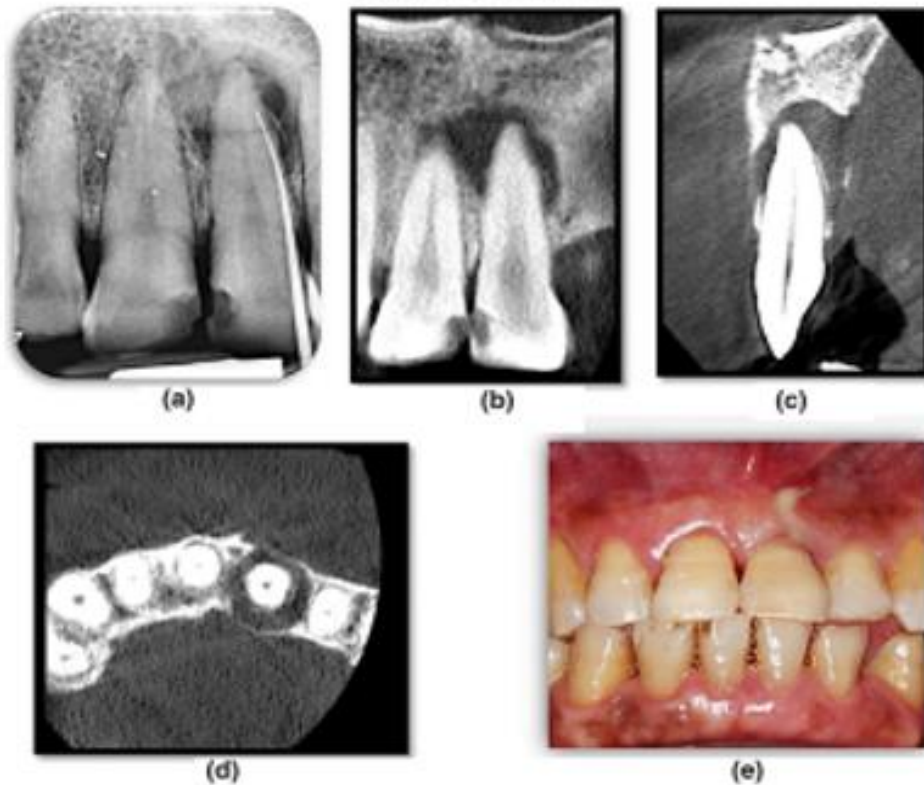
En la imagen (a) se observa una radiografía que muestra afectación en el OD 21, se ve radiolúidez en ápice pero con una masa opaca dentro, lo que parece una espina de cemento en la zona distolateral de la raíz, por lo que se asocia a un desgarro de cemento radicular. Se muestran imágenes con CBCT (b) vista coronal; (c) vista sagital; (d) vista axial; (e) clínicamente se puede ver afectado el OD 21 donde en el fondo se sacó se presenta exudado purulento. Lee AC, Neelakantan P, Dummer P, Zhang C. Cemental tear: Literature review, proposed classification and recommendations for treatment. International Endodontic Journal. Pág. 16. (3) Cortesía del Dr. Henry L.
